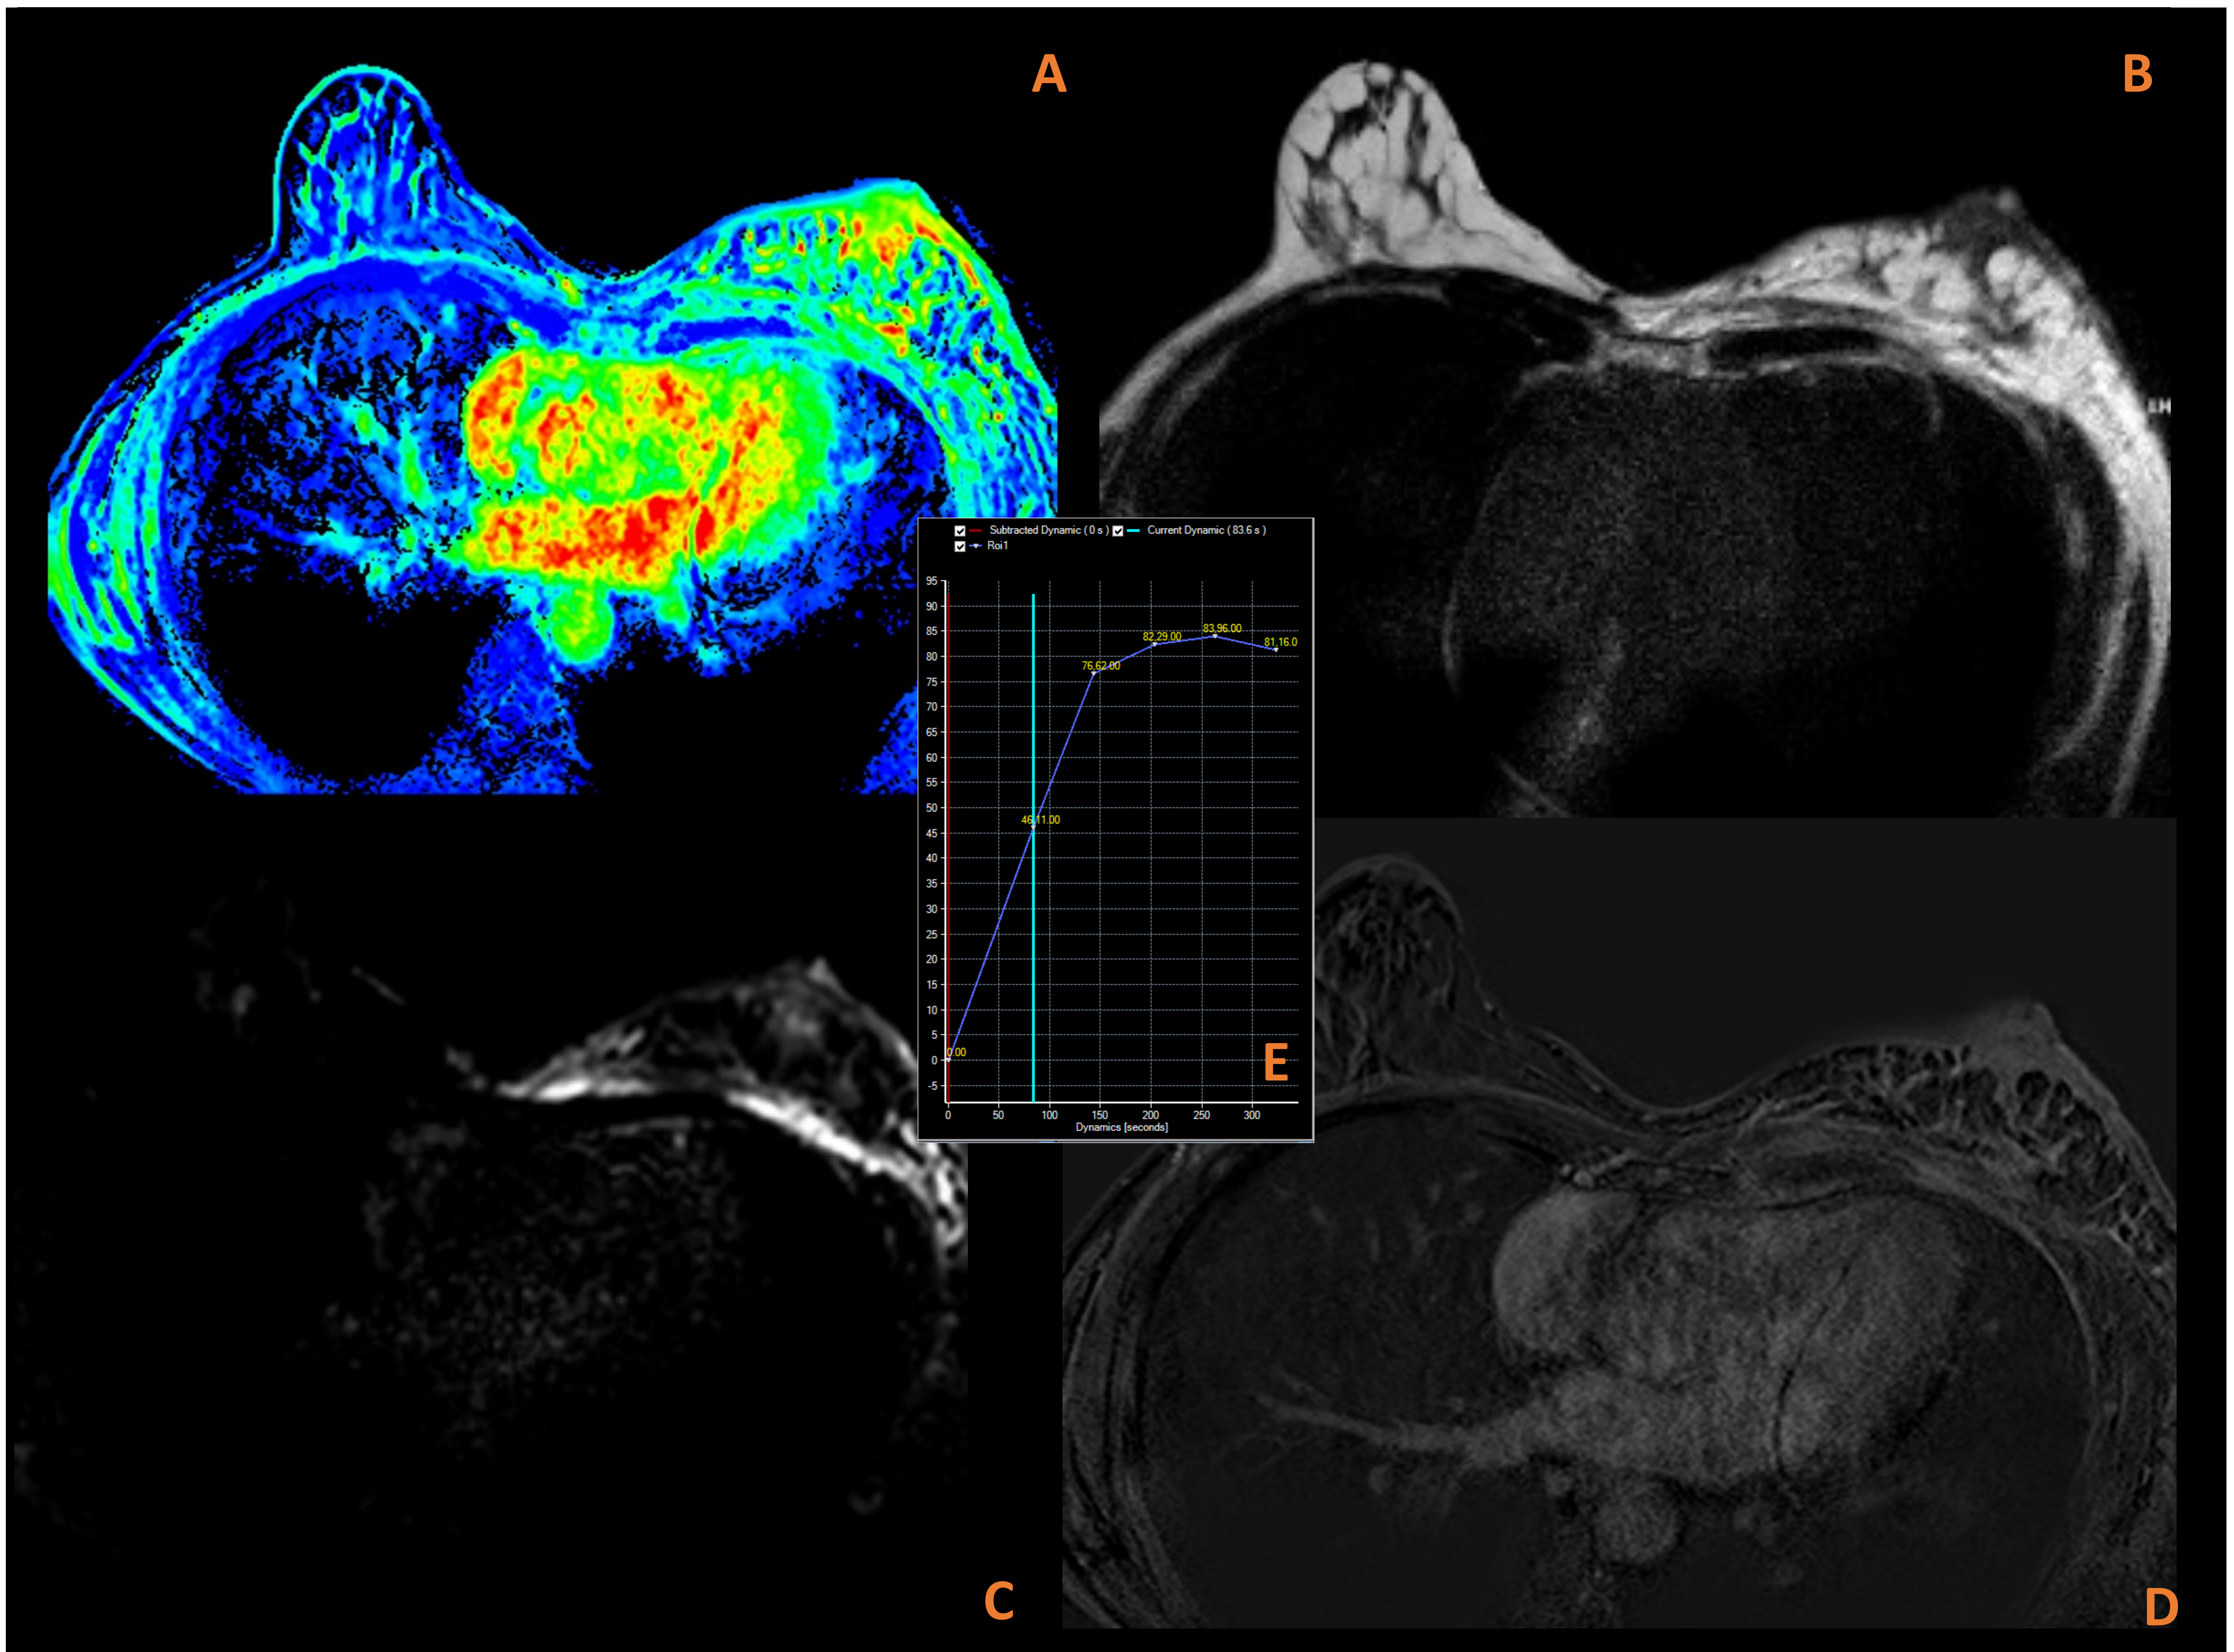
Carcinoma inflamatorio de mama izquierda. En los cortes axiales de RM en secuencias T2 (A), DWI con mapa de ADC (B, C) y en el estudio dinámico postcontraste (D) se observa realce difuso de mama izquierda con engrosamiento y captación de la piel, que se extiende hacia nivel axilar y músculo pectoral. Presenta zonas de restricción a la difusión. Curva de captación (E) corresponde al tipo III, con captación rápida y lavado posterior, característico para lesión maligna .
